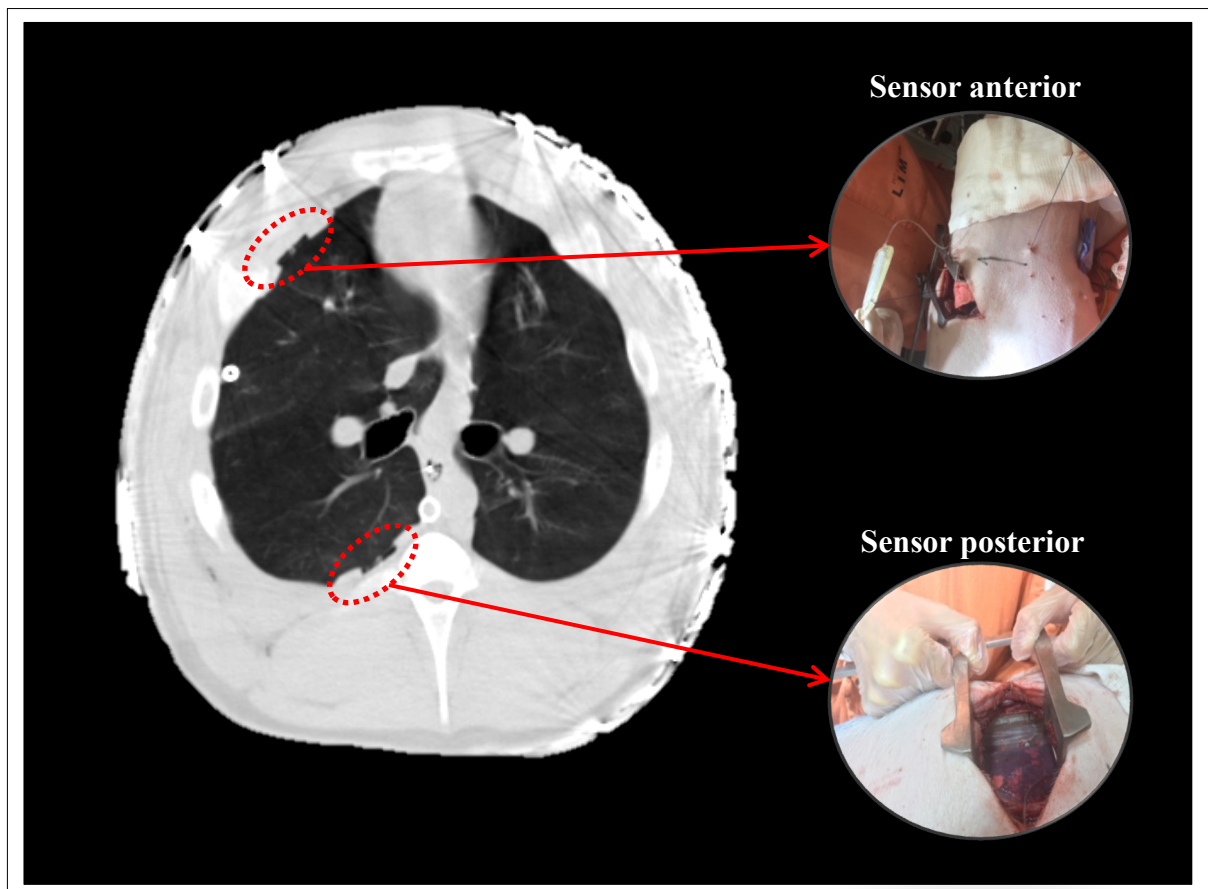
Corte transversal de tomografia computadorizada
